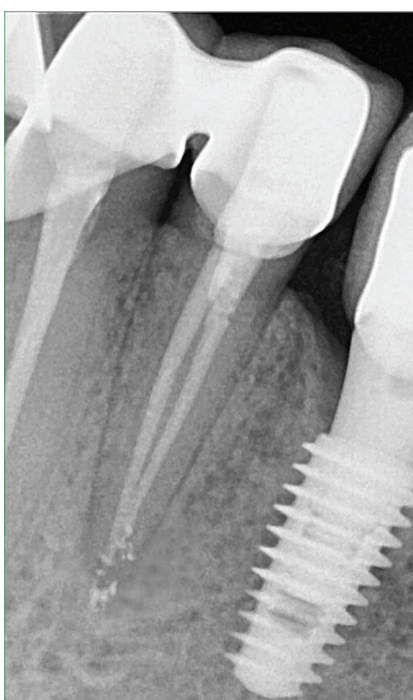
Radiografie periapicală postoperatorie, 6 luni.
